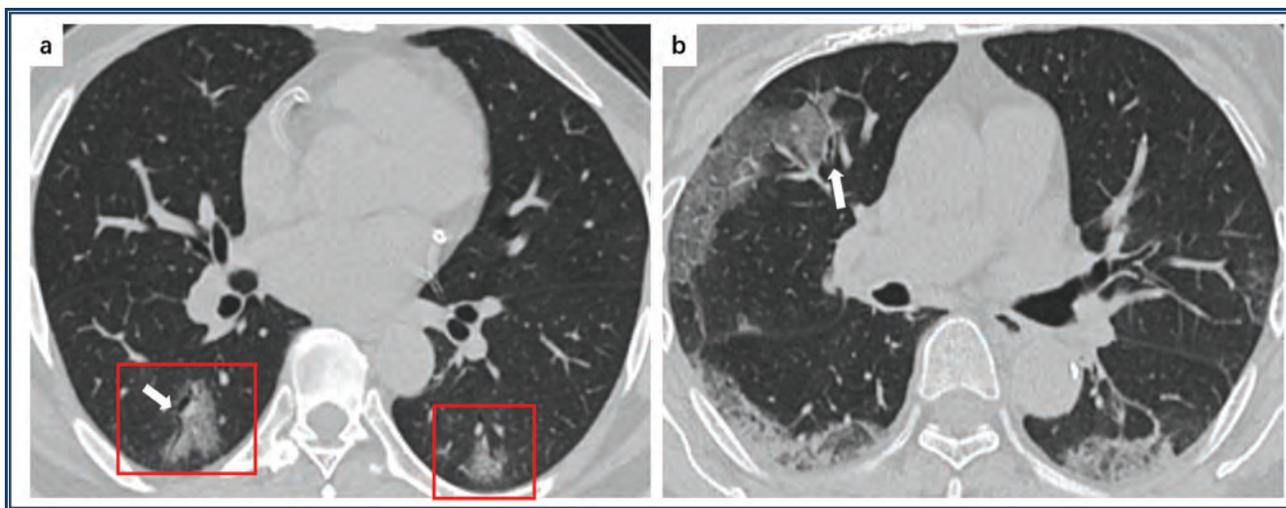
А, 48-летний мужчина с COVID-19, страдающий лихорадкой в течение 5 дней. КТ показывает двусторонний симптом «матового стекла» в нижней доле (красные рамки) и воздушную бронхограмму (белая стрелка) в левой субплевральной области. В, У 66-летнего мужчины, больного COVID-19, наблюдается лихорадка с кашлем в течение 7 дней. КТ показывает ретикулярную картину в субплевральных областях нижних долей обоих легких, симптом «матового стекла» и утолщение бронхиальной стенки (белая стрелка) в средней доле правого легкого.
